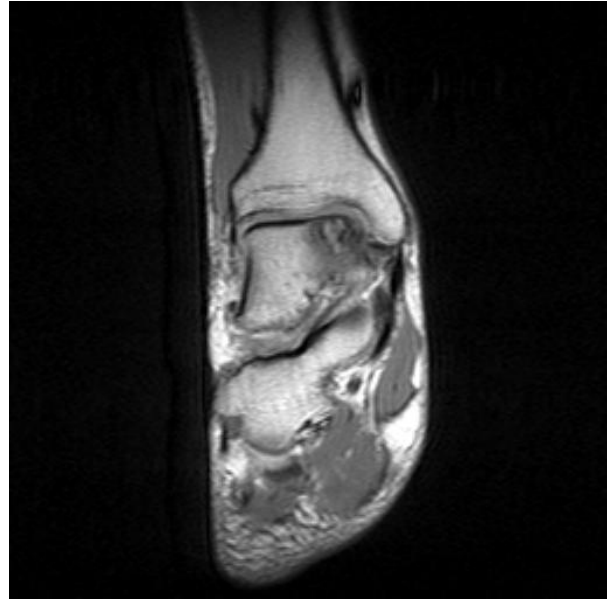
7.8×6.4 mm sized subchondral cystic lesion on medial talar dome was visible on Rt ankle MRI modified proton density coronal view.
